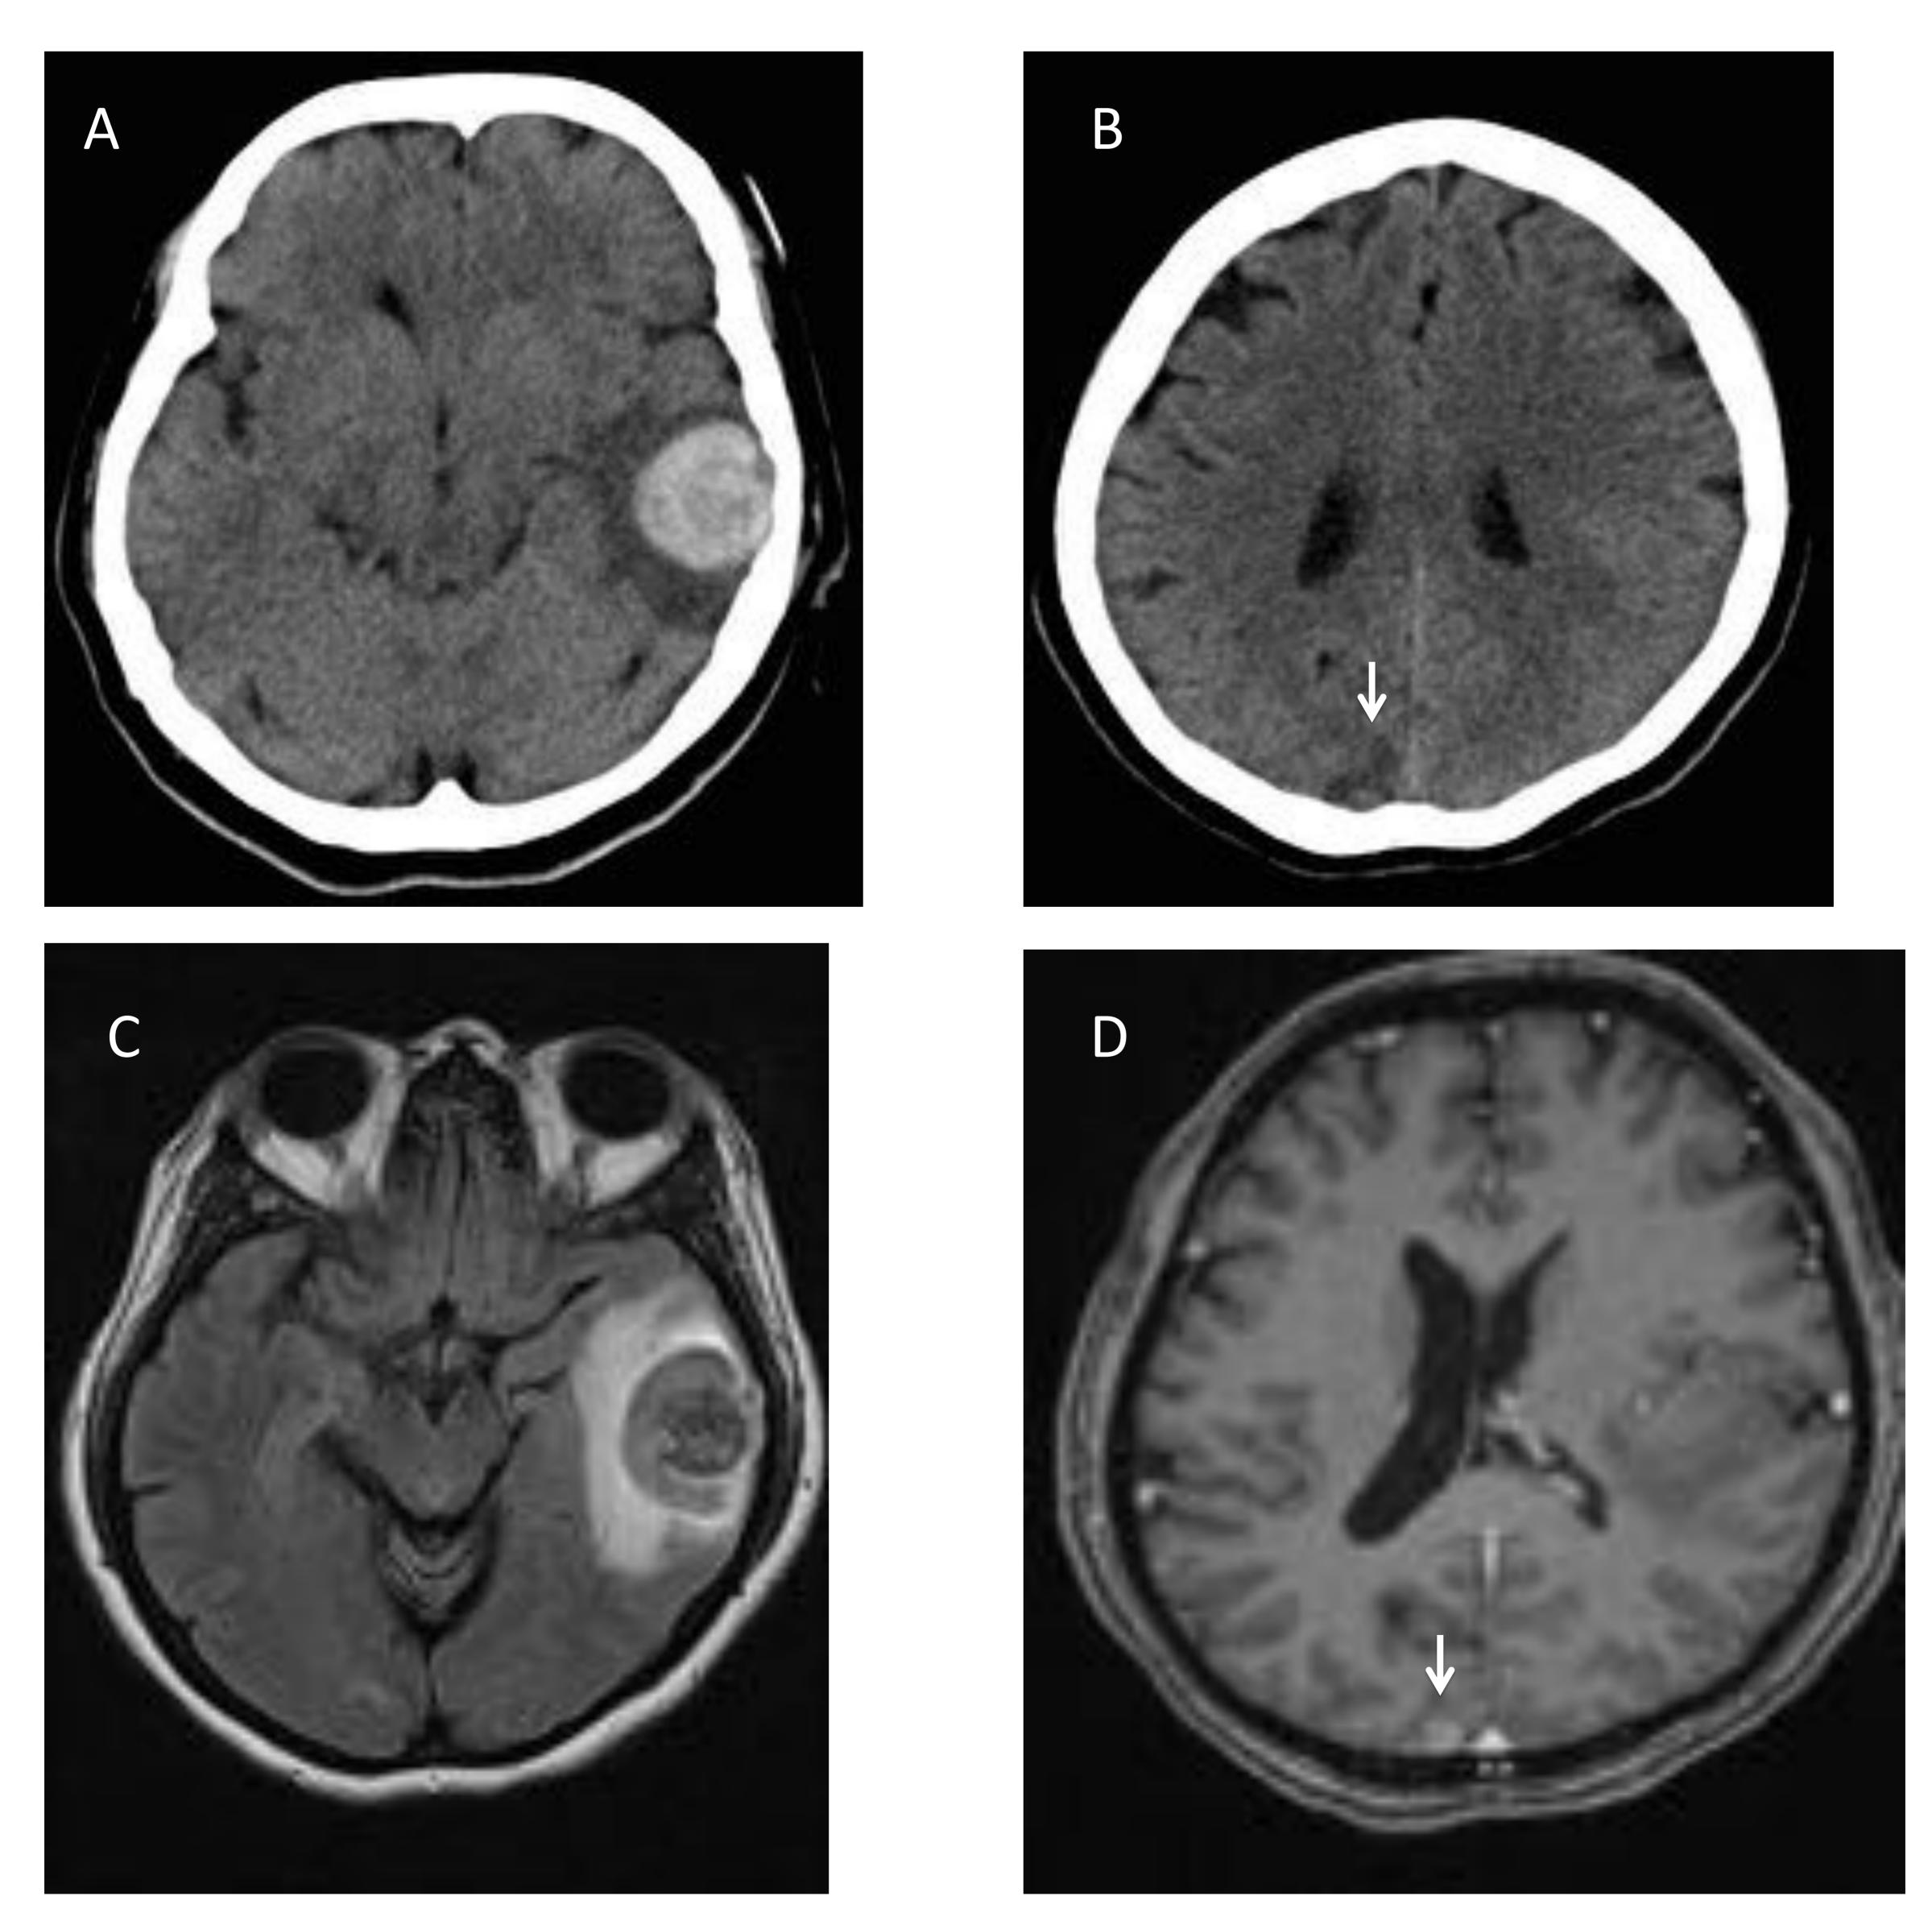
A) Corte axial de un CT sin CIV de una mujer de 54 años con cefalea de inicio agudo muestra un hematoma agudo intraparenquimatoso temporal izquierdo con moderada cantidad de edema vasogénico circundante. B) Un corte superior del CT muestra una hipodensidad corticosubcortical occipital derecha (flecha), sin poder descartar lesión subyacente asociada. C) Corte axial de RM T2 FLAIR realizado poco después del CT muestra el hematoma temporal izquierdo con intensidad de señal heterogénea y edema vasogénico asociado. D) Corte axial T1 tras la administración de gadolinio muestra captación nodular de contraste en relación con segunda LOE cerebral asociada (flecha). En este paciente la sospecha de metástasis cerebrales era alta, y posteriormente se confirmó adenocarcinoma de pulmón.
